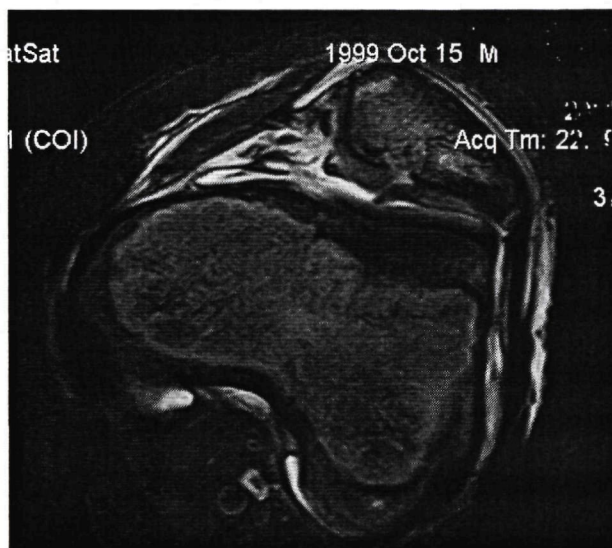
МРТ (аксиальные проекции) левого коленного сустава пациента Ш., 13 лет, острый вывих надколенника левого коленного сустава.
